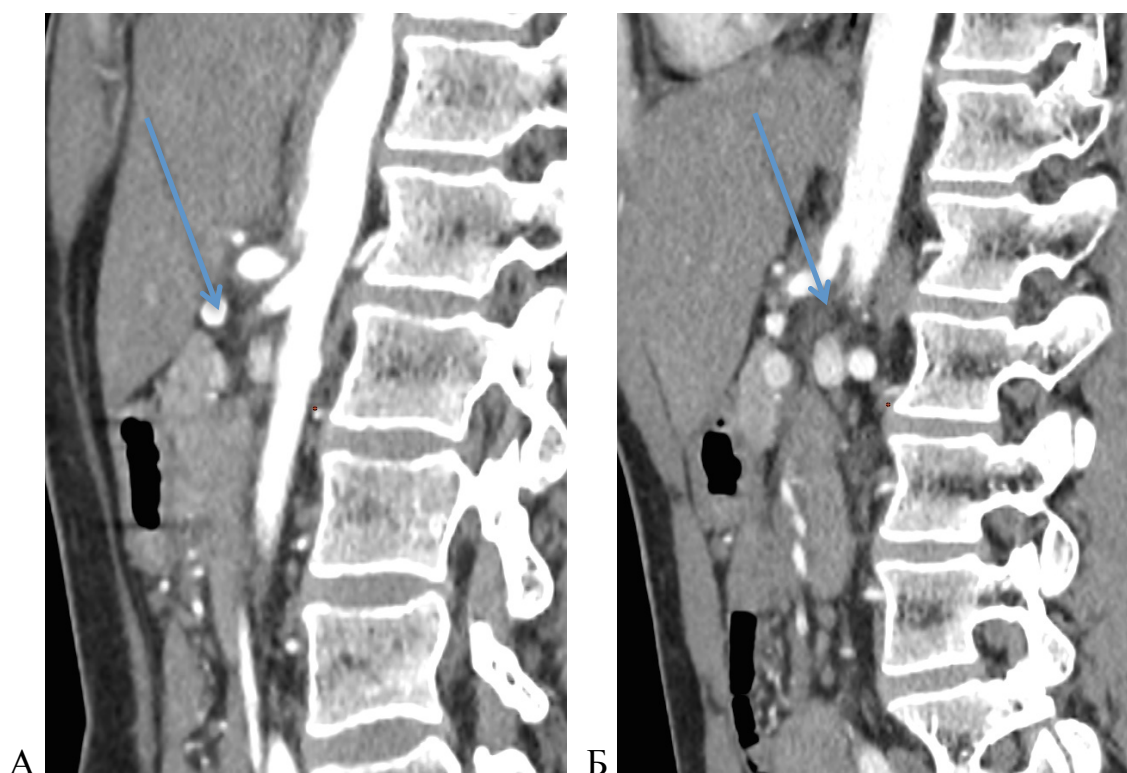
МСКТ-ангиограммы больного В., 26 лет, в боковой проекции:
